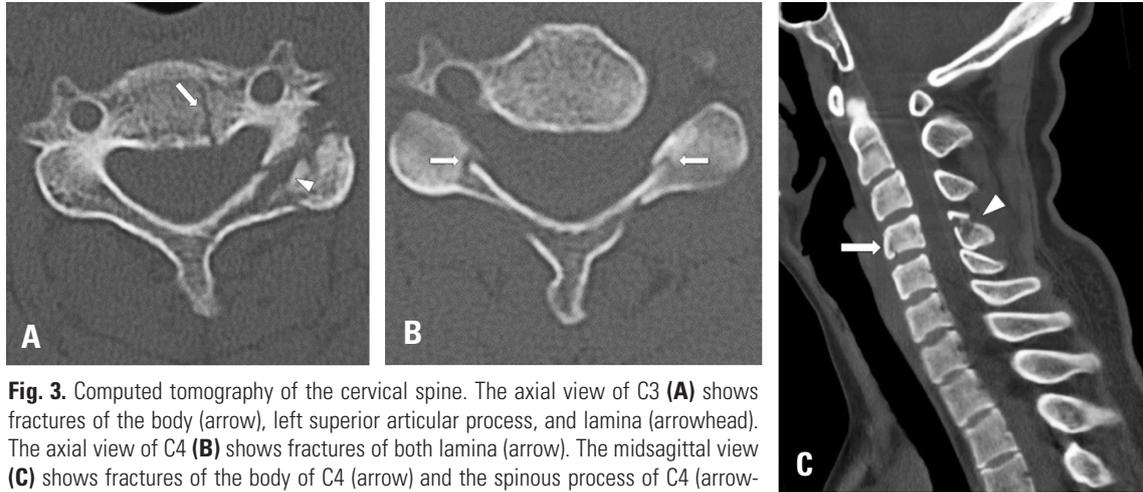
Computed tomography of the cervical spine. The axial view of C3 (A) shows fractures of the body (arrow), left superior articular process, and lamina (arrowhead). The axial view of C4 (B) shows fractures of both lamina (arrow). The midsagittal view (C) shows fractures of the body of C4 (arrow) and the spinous process of C4 (arrowhead). There was no spinal canal encroachment.
